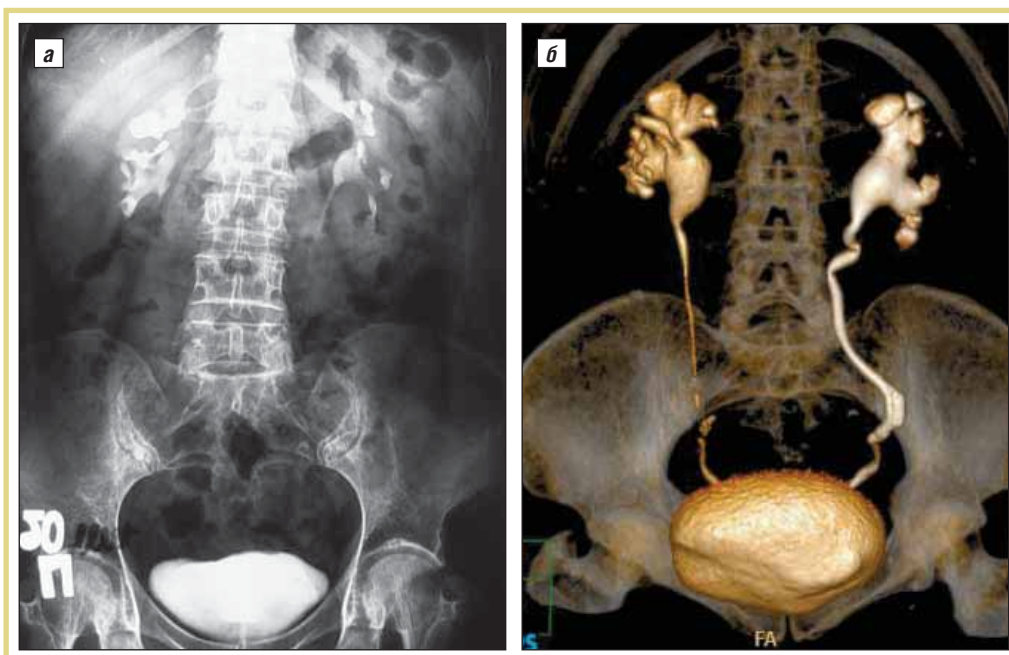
Данные исследования больной А. через 5 лет после оперативного лечения: а – экскреторная урография; б – МСКТ
